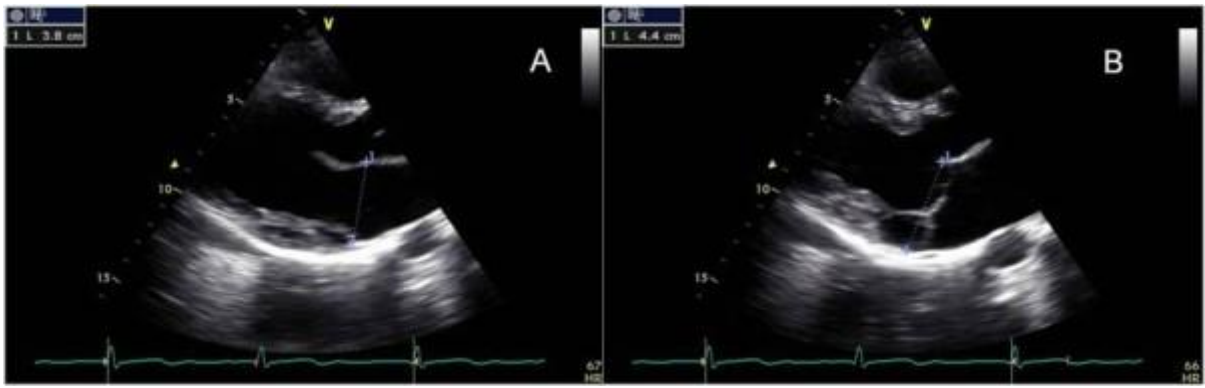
Échocardiographie en vue parasternale grand axe.
